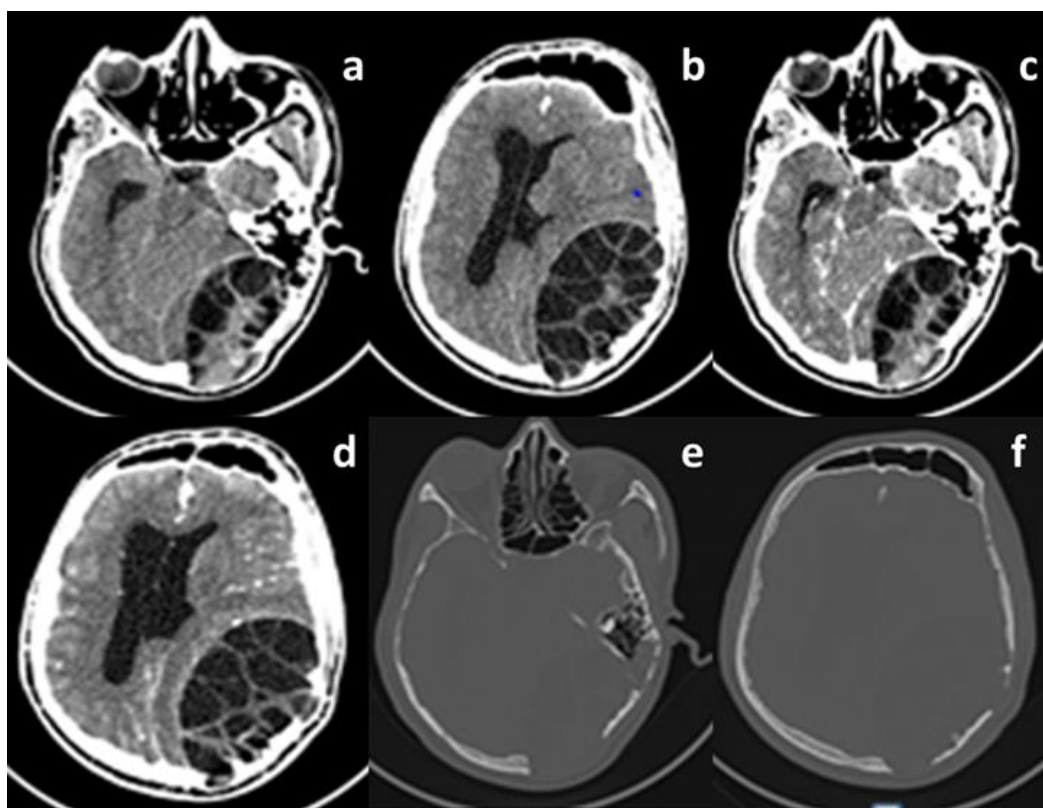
Scanner crânio-encéphalique, coupes axiales en fenêtre parenchymateuse sans injection (a et b) montrant la lésion kystique avec effet de masse sur les structure adjacentes, puis avec injection IV de PCI (c et d) : noter l'absence de prise de contraste de la lésion ; Fénêtre osseuse (e et f) montrant l'amincissement de la voûte crânienne pariéto-occipitale gauche au contact de la lésion avec des defects osseux par endroit. Figure 1: Cranio-encephalic CT scan, axial slices through a parenchymal window without injection (a, b) showing cystic lesion with mass effect on adjacent structures; then with IV injection of PCI (c, d): note the absence of contrast enhancement of the lesion; bone window (e, f) showing significant thinning of the left parieto-occipital cranial vault in contact with the lesion with bone defects in places.
